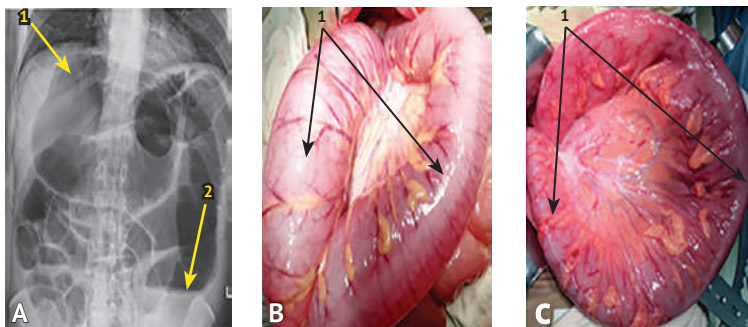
Повторное поступление. А — обзорная рентгенограмма брюшной полости. Определяется резко вздутая петля сигмовидной кишки (стрелка 1) с уровнем жидкости (стрелка 2); В — интраоперационное фото заворота сигмовидной кишки до декомпрессии (стрелка 1 — увеличенная в размерах сигмовидная кишка); С — интраоперационное фото заворота сигмовидной кишки после расплавления и декомпрессии (стрелка 1 — интубированная сигмовидная кишка)
